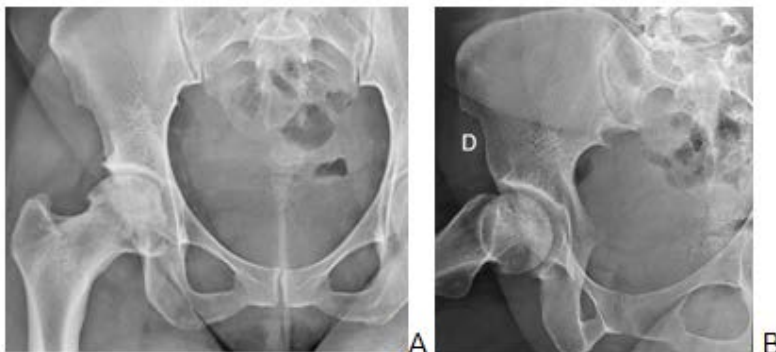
Radiographie de la hanche droite en incidence de face (A) et de Profil (B)
